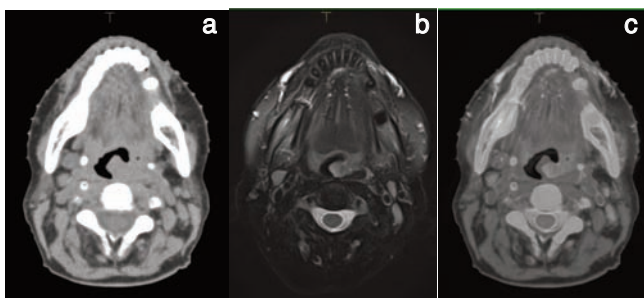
Совмещение КТ и МРТ изображений (FUSION)
